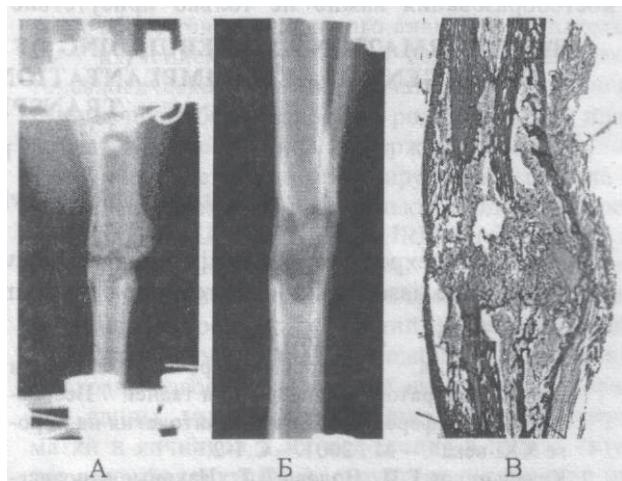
Состояние новообразованной костной ткани после 30 дней фиксации. А - модель; Б, В - опыт. Рентгенограммы кроликов №№101,254; В - гистотопограмма кролика (№254) окраска гематоксилиномэозином. Ув.4.
